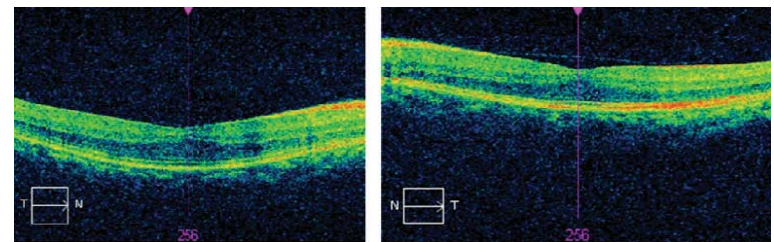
6 yaşındaki kız olgunun sağ ve sol gözünün optik kohorens tomografisi
